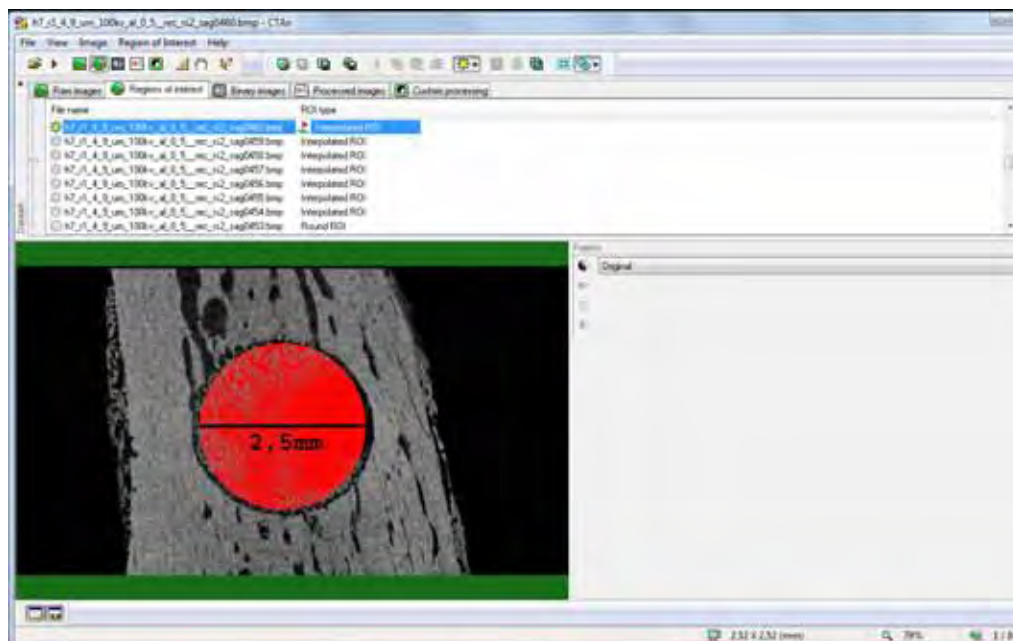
Software CT-analyzer (CTAn) mostrando o ROI circular de 2,5 mm de diâmetro.
